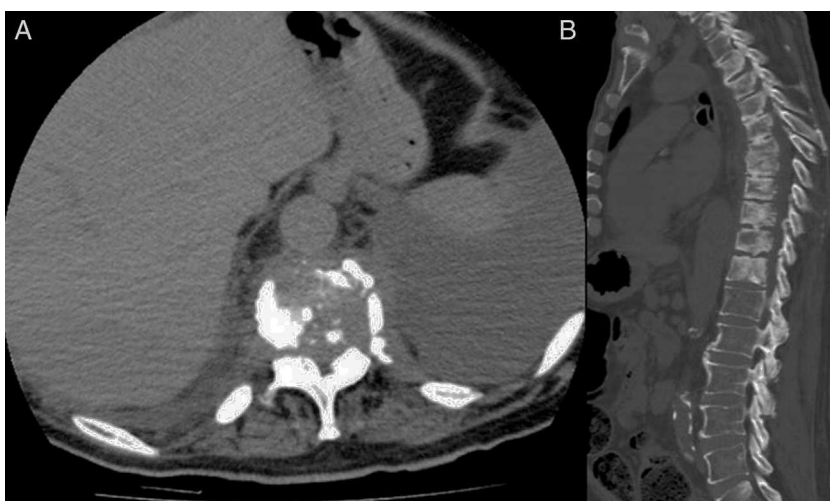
TC axial y reconstrucción sagital que muestran la desestructuración vertebral dorsal, con lisis y fundamentalmente esclerosis en vértebras D3 a D12, desaparición del espacio intervertebral D7-D8 por espondilodiscitis y derrame pleural izquierdo.
